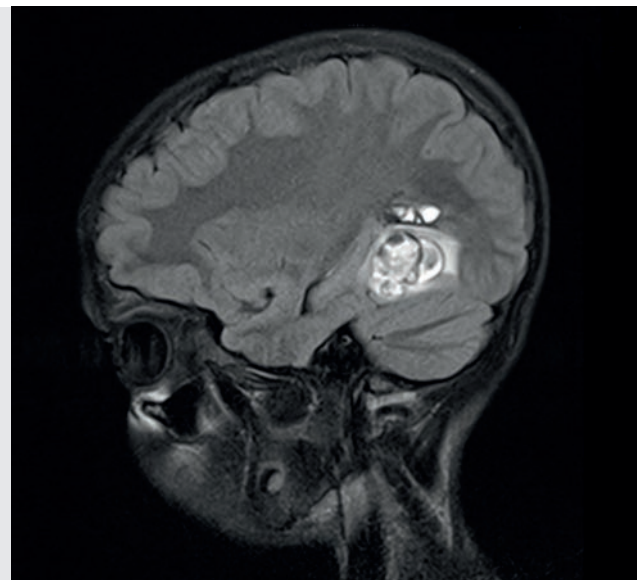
12jährige Patientin mit akuter „Einblutung“ (helle Stellen um das Kavernom herum im MRT-Bild) und verschiedenen neurologischen Ausfällen
